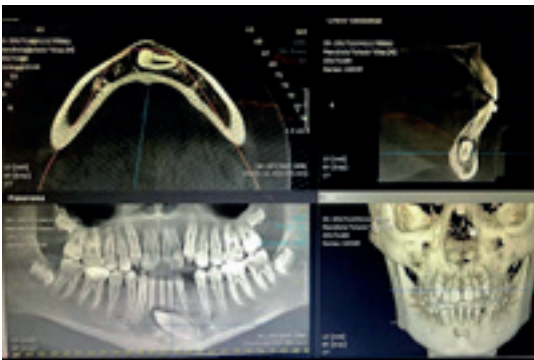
Tomografía Cone Beam donde se observa el canino transmigrado.
